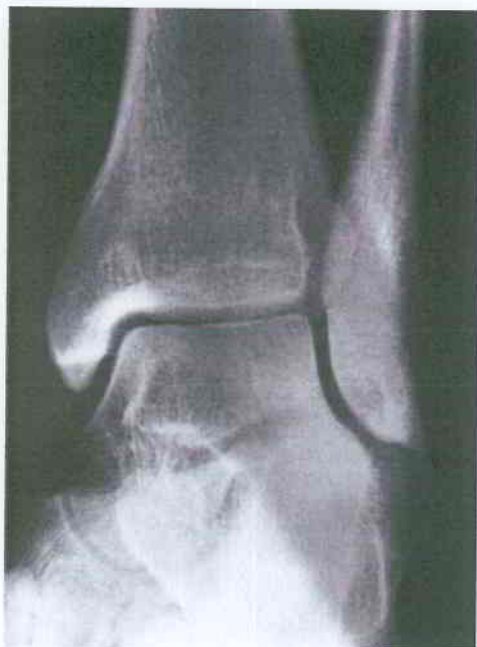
Radiographie de cheville de face en rotation médiale 20° dit « cliché de mortaise ».
